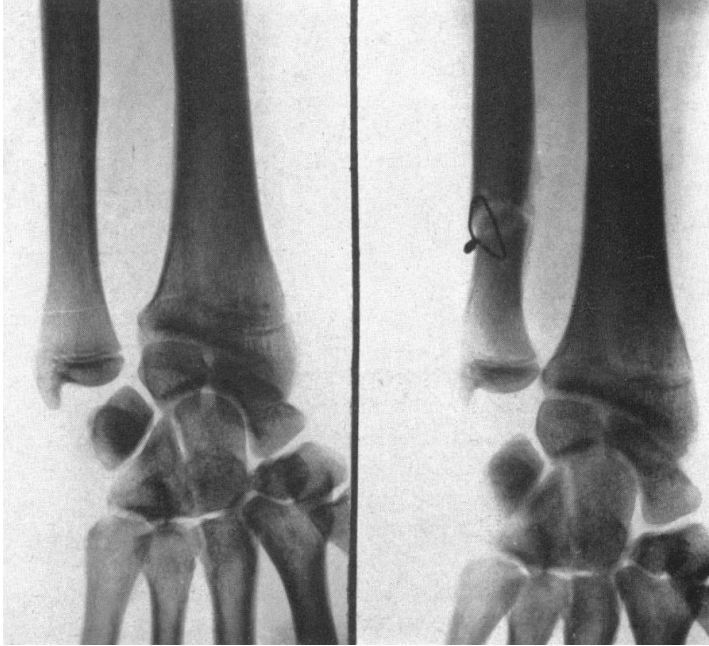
Radiographies pré et post-opératoire de l'ostéotomie raccourcissante de la diaphyse ulnaire réalisée par Milch en 1941.
